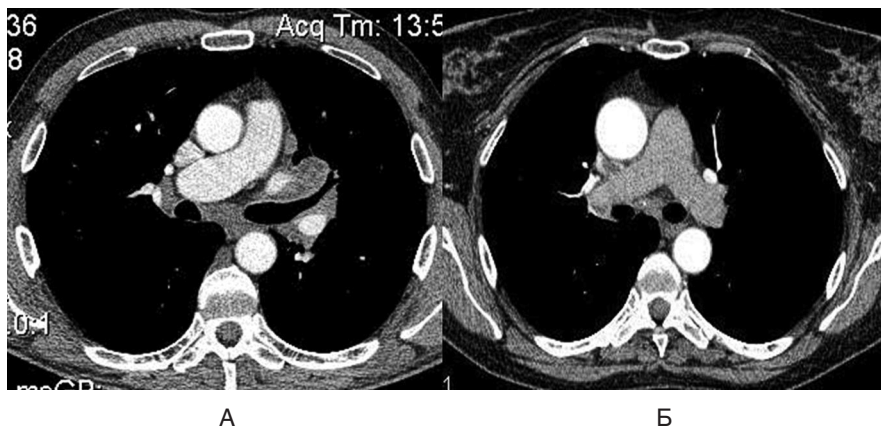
Компьютерные томограммы грудной клетки. В обоих случаях использовалась функция bolus tracking с установленным ROI на аорте: А — сканирование выполнено на высоте спокойного вдоха, хорошо контрастированы все сосуды средостения; Б — эффект Вальсальвы при неправильно выполненном вдохе, контрастирование легочной артерии отстает
